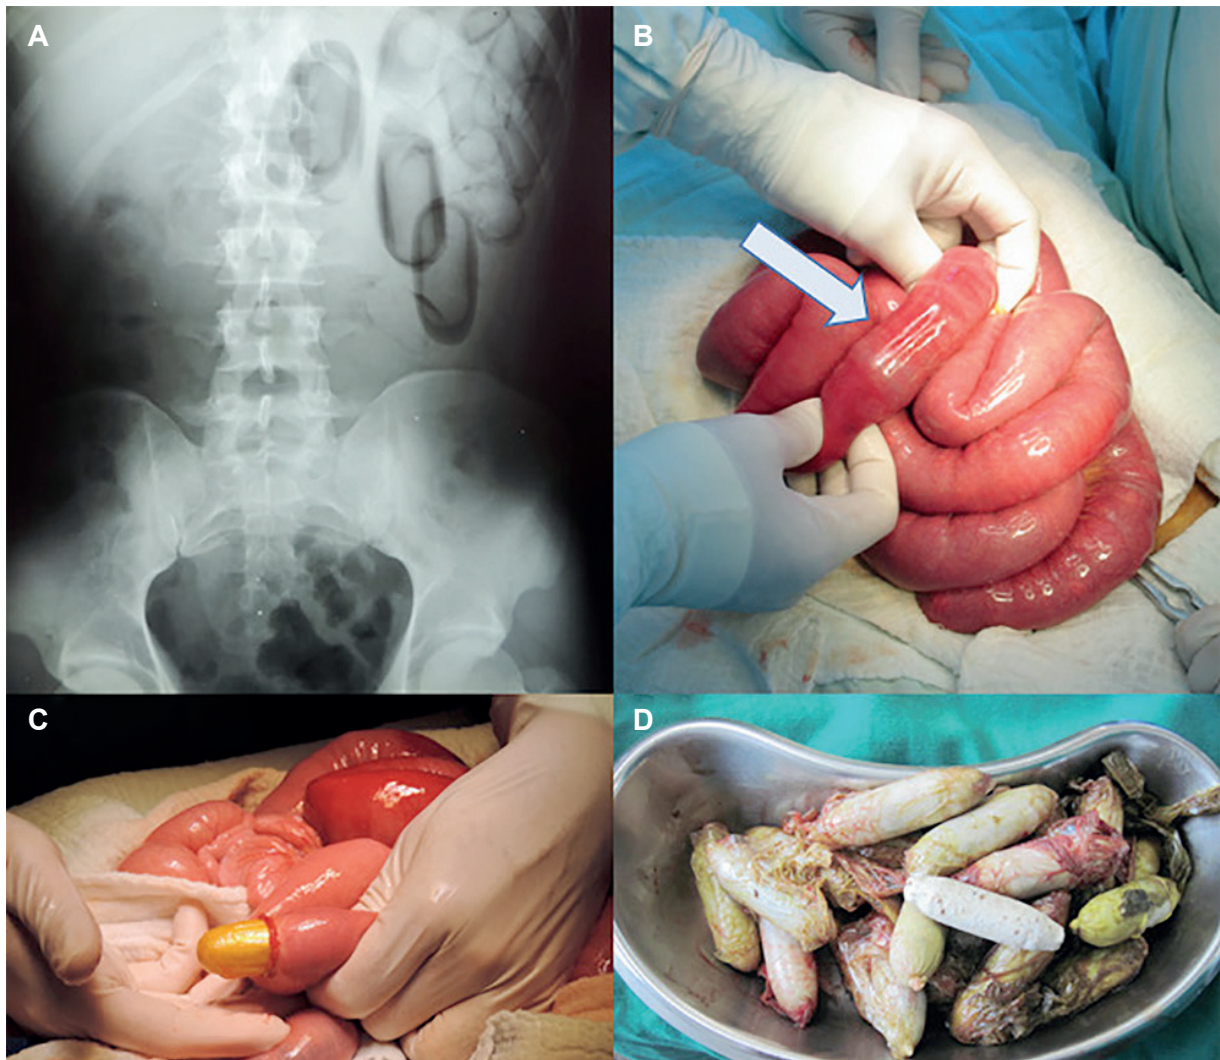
A. Radiografía diagnóstica; B. Ordeño de las capsulas; C. Enterotomía y extracción de cápsulas; D. Cápsulas recuperadas.
